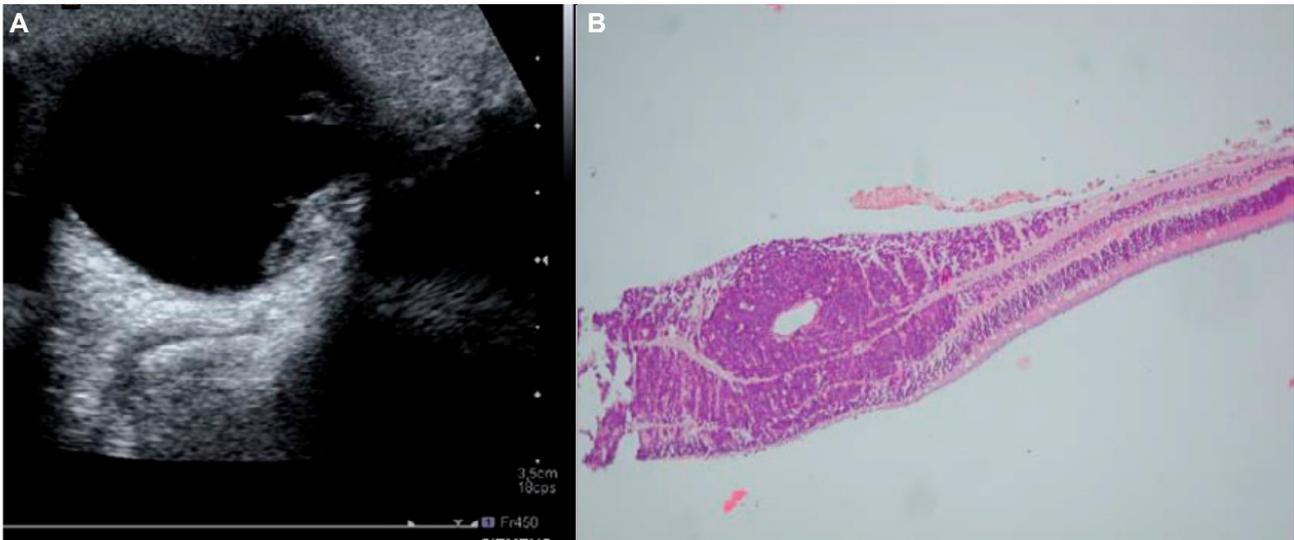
A. Ecografía ocular que muestra una masa intraocular heterogénea sin evidencia de calcificación. B. Imagen anatomopatológica con tinción de hematoxilina-eosina (10 x) de la invasión retiniana masiva por las células tumorales. Por cortesía Dr Jaume Catalá, Hospital San Joan de Deu, Barcelona.
